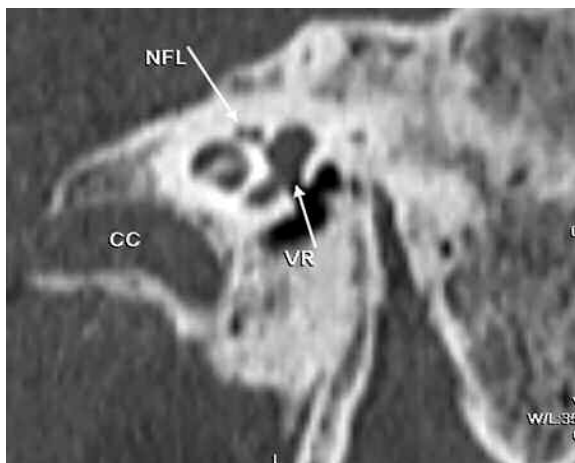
TC con RMP sagital oblicua de la ventana redonda (VR), Canal carotideo (CC), Segmento laberíntico del canal del nervio facial (NFL).
